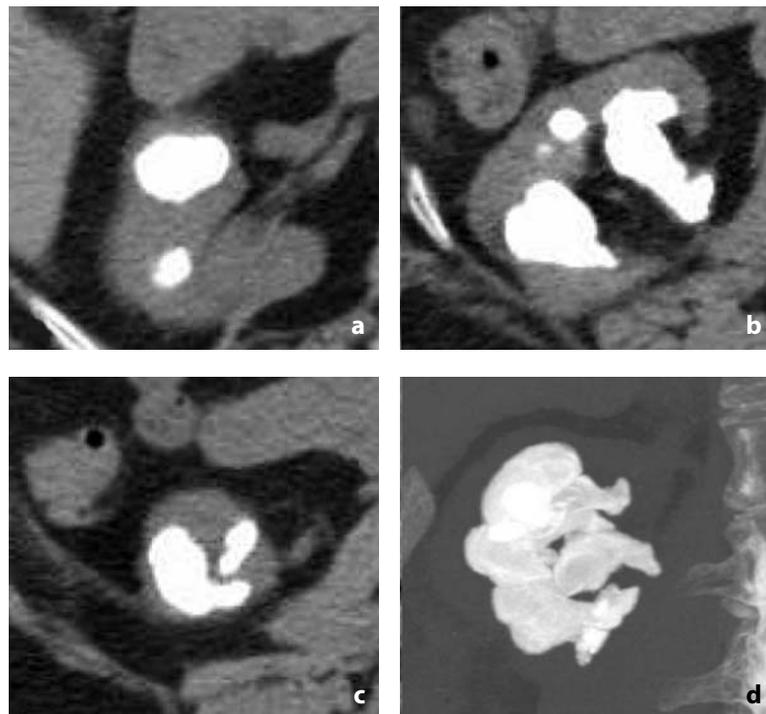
a-d. TC senza mdc. Calcolosi a stampono. a-c Rene con calcoli a stampono senza dilatazione dei calici a monte nelle scansioni assiali dirette e nella ricostruzione coronale 3D MIP (d)
